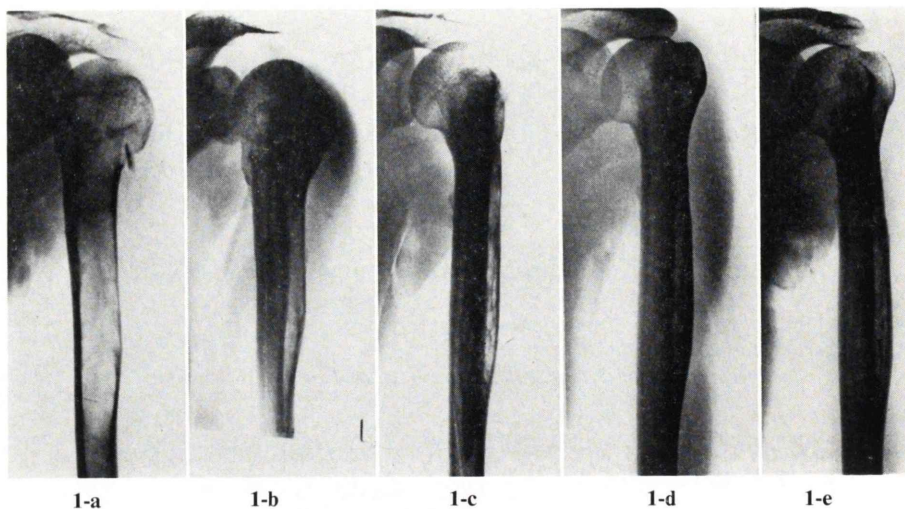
(case 1) Radiograph of left upper arm.
